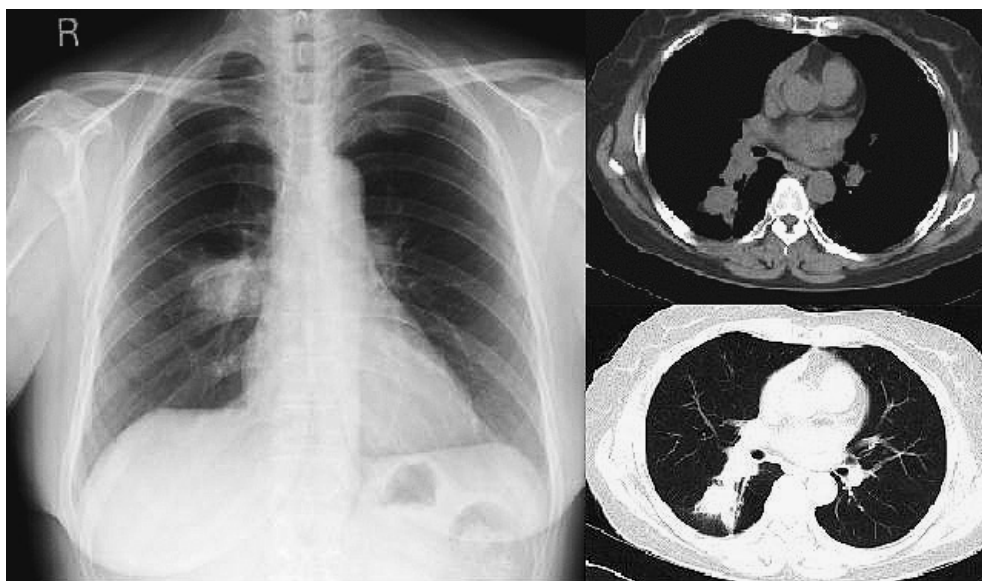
Chest X-ray and CT shows a 30×35 mm tumor in the right S⁶, and a swollen #11i lymph node invading the bronchus.
